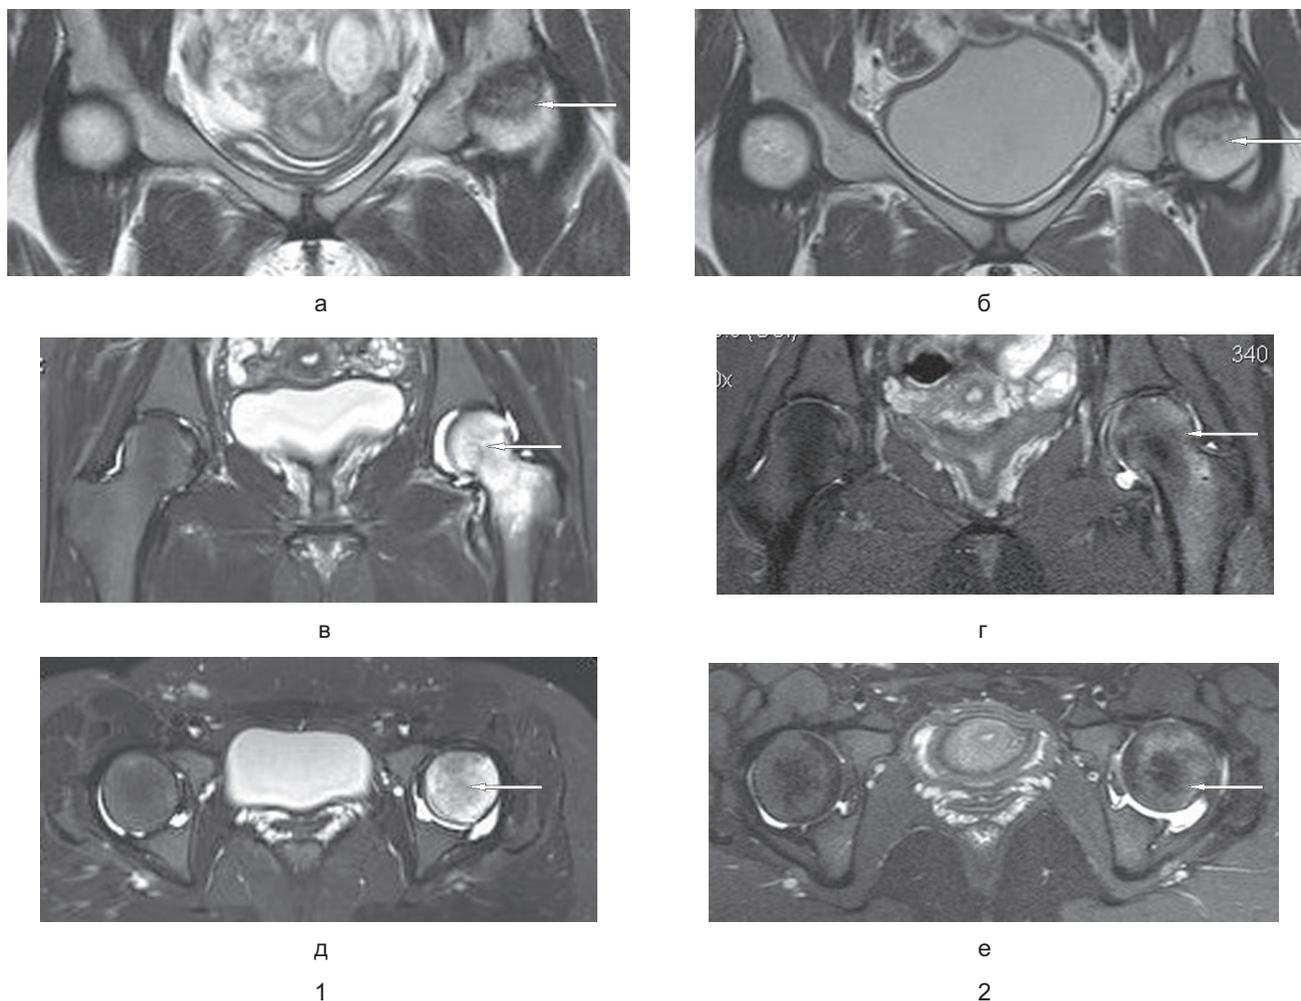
МРТ тазобедренных суставов пациентки Ч.:
